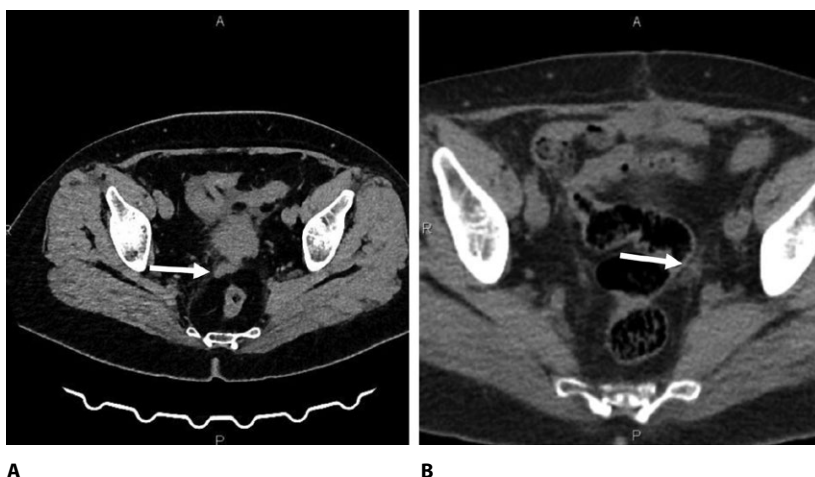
Сопоставимые сканы компьютерной томографии органов таза пациентки М. от 10.2024 (А) и 07.2025 (В)
